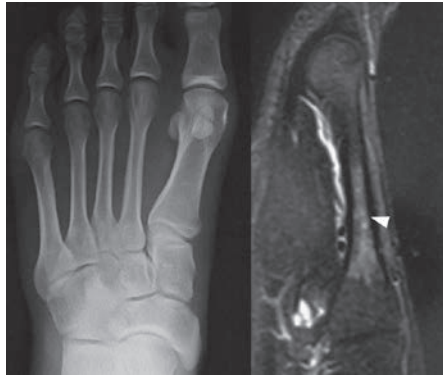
19歳、男性。陸上競技選手。第2中足骨疲労骨折。単純X線（左図）では診断が難しいが、同日のMRI（右図）では、明らかな高信号領域を認めた（白矢頭）。
